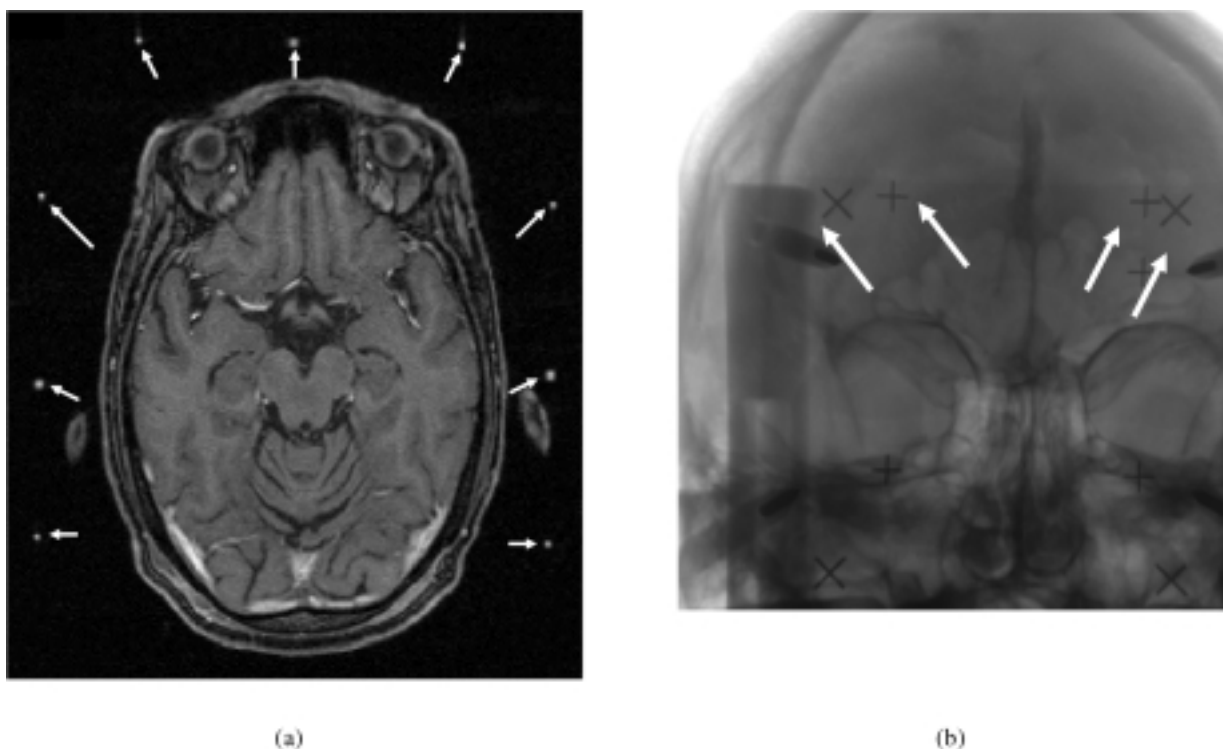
Coupe IRM (a) et image radiologique (b) avec le cadre de Leksell (le cadre en N sur l'IRM et marqueurs sur l'image radiologique), les flèches désignent les traces du cadre sur les images.
